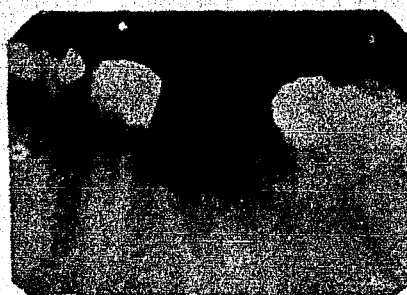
Radiografía del caso (1) A, después del tratamiento.
